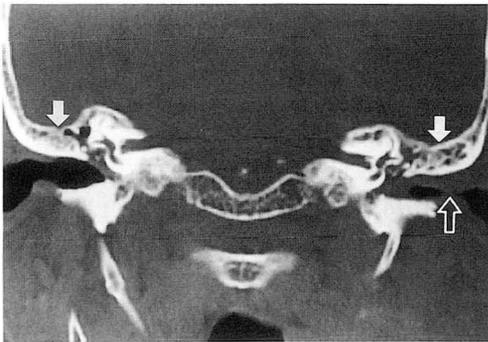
Case 1, Coronal temporal bone CT scan shows retraction and sclerosis of the both mastoid bone(arrow). Increased soft tissue density is noted in the left external auditory canal(open arrow).
